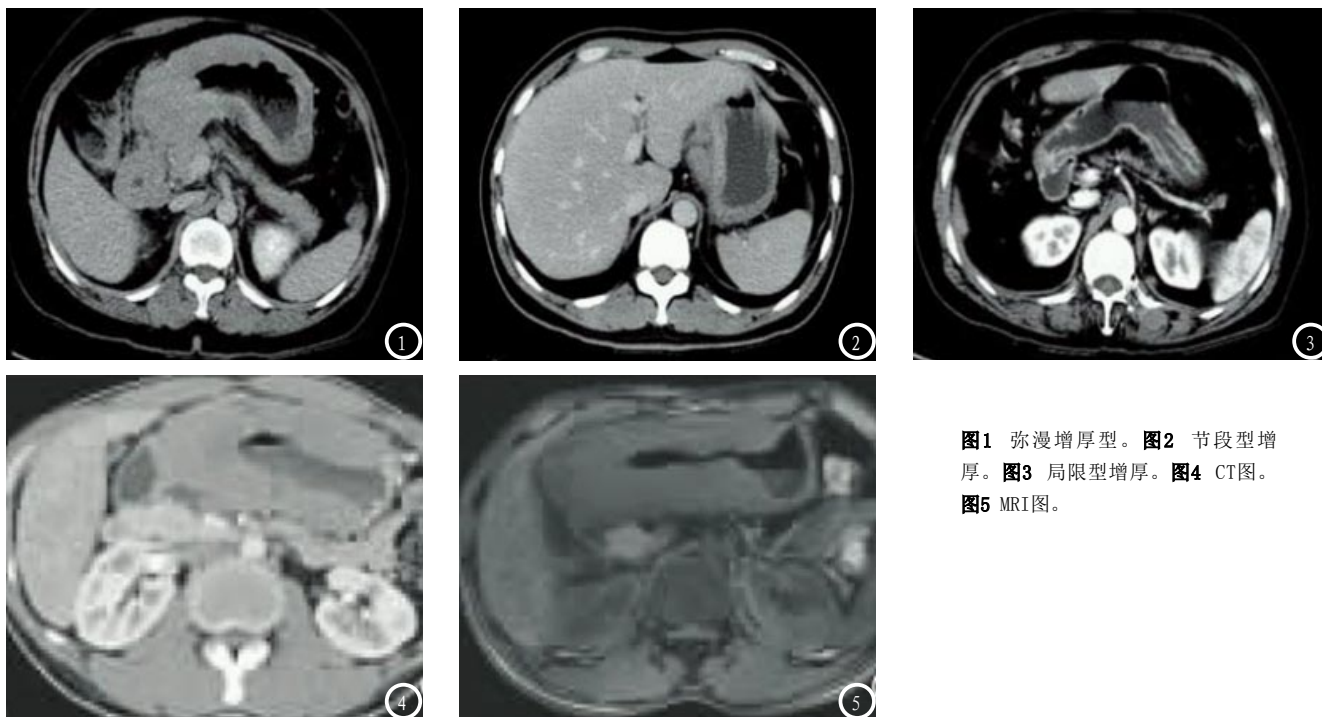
弥漫增厚型。图2 节段型增厚。图3 局限性增厚。图4 CT图。图5 MRI图。
